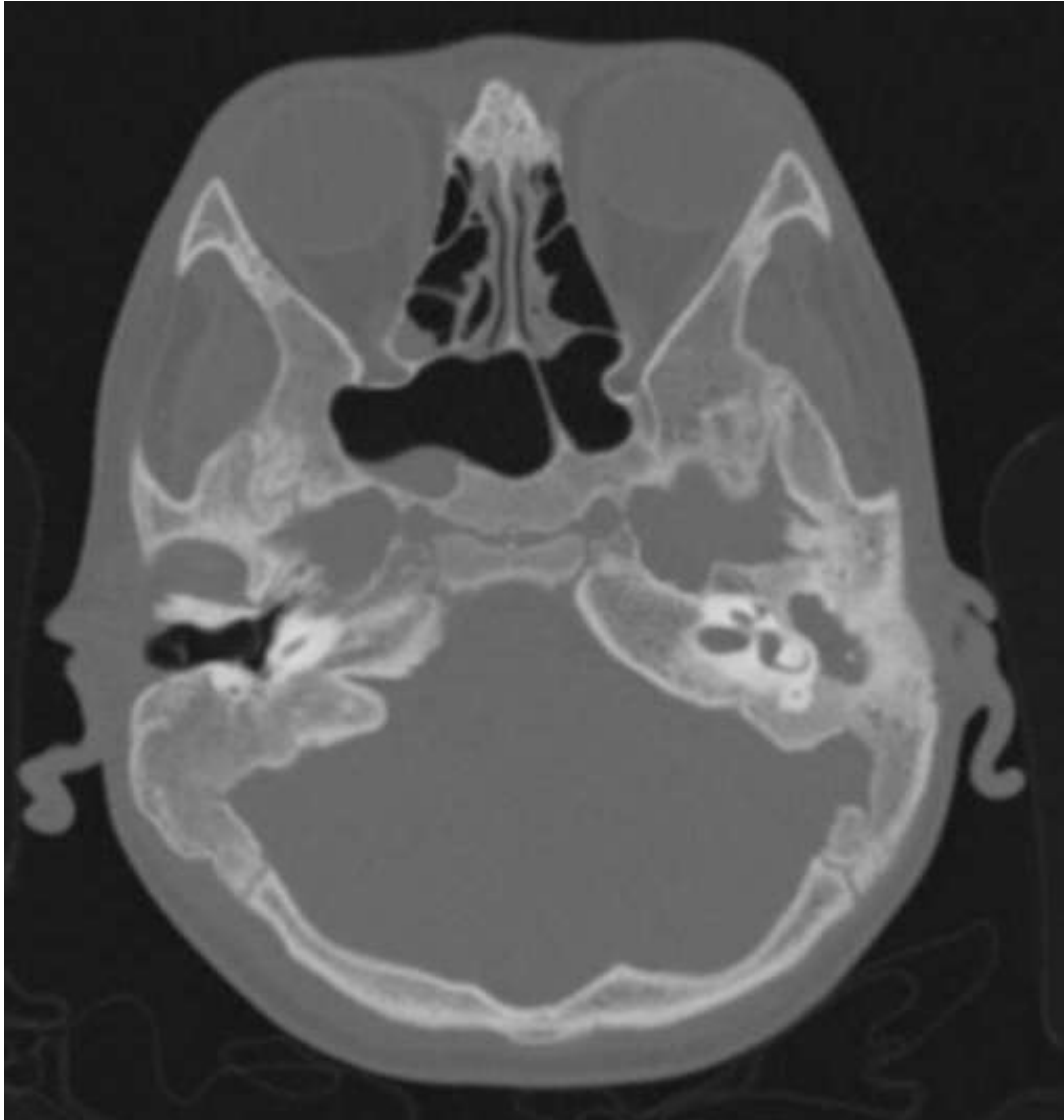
Imagem de Tomografia Computadorizada de Crânio, na topografia de mastoide, em janela óssea, corte axial, mostrando velamento da cavidade da orelha média e das células da mastoide à esquerda do paciente, nota-se destruição do trabeculado ósseo, sugestivo de otomastoidite crônica. Lado direito do paciente afetado com menor intensidade. Consultado em <https://radiopaedia.org/cases/cerebellar-abscess-secondary-to-mastoiditis>, 31/10/2023.
